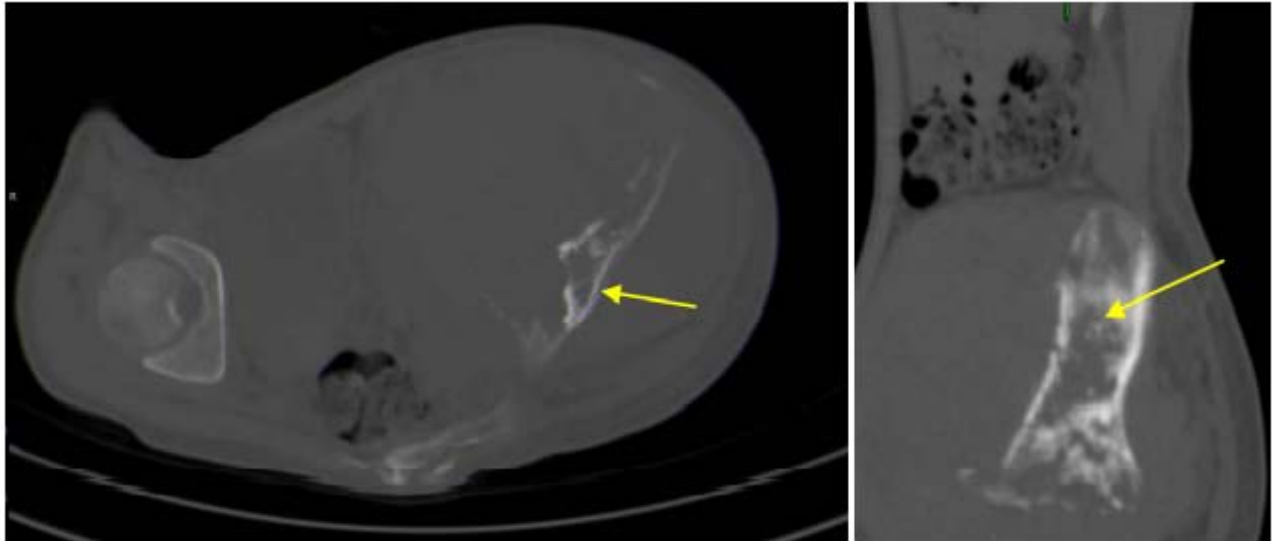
TDM du bassin: Lésion condensante et lytique iliaque gauche en rapport avec un sarcome d'Ewing.
